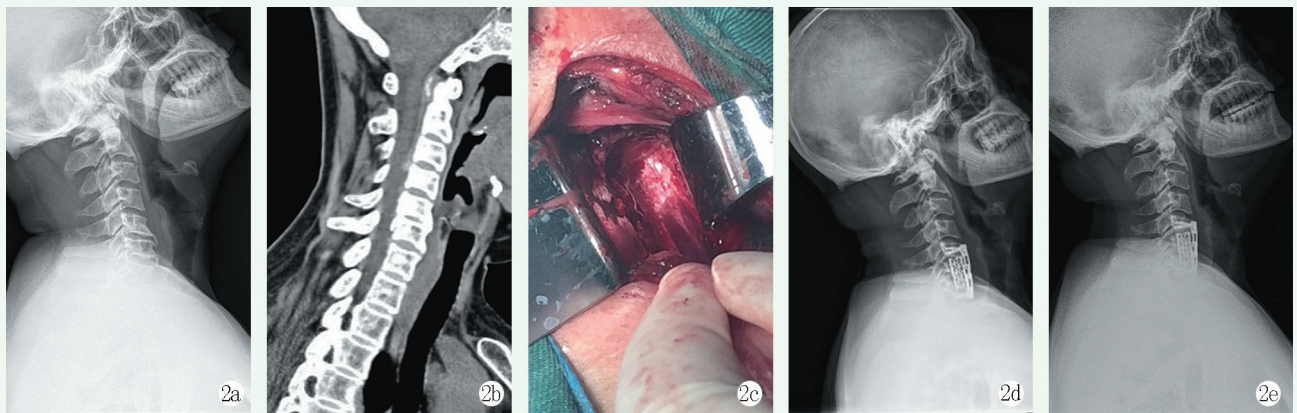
患者，男，49 岁，行 C₆ 椎体次全切并保留 PLL。2a: 术前 X 线片示颈椎曲度变直；2b: 术前 CT 示 C_{5/6} 椎间隙变窄，C₆ 椎体后缘骨赘形成；2c: 切除 PLL 后硬膜囊向前膨隆，脊髓充分减压；2d, 2e: 术后 3 个月和 12 个月 X 线片示内固定物在位，无松动，无钛网下沉。
